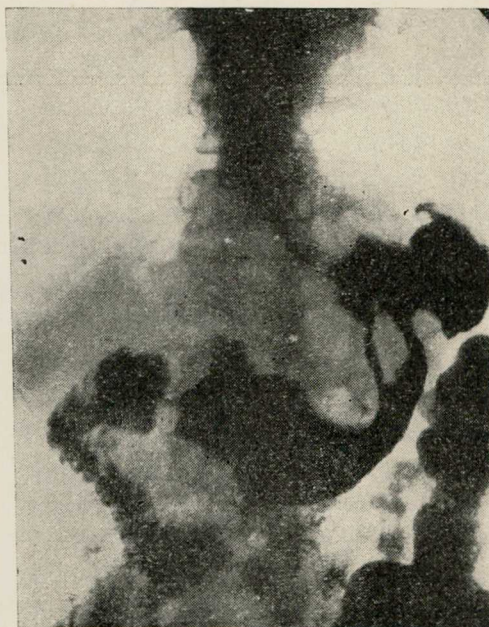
Radiografia antes da operação
